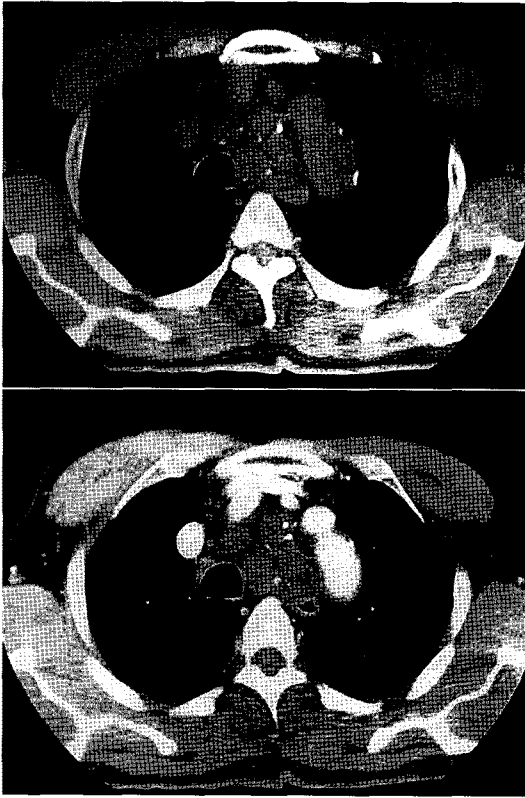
The non-enhanced CT section shows a well-demarcated confluent round mass with calcification in the anterior mediastinum (upper). Following contrast enhancement, homogeneously attenuated variable sized masses are shown (lower).
